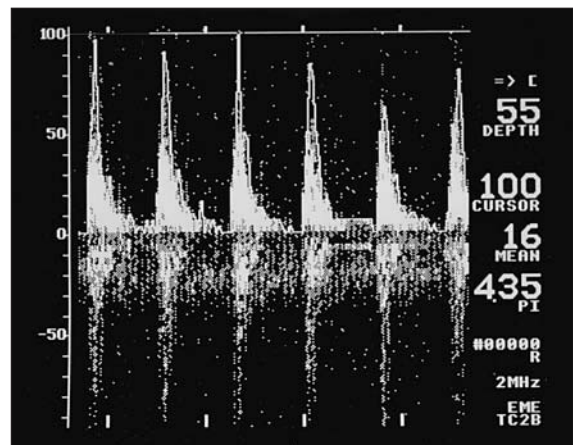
Doppler transcraneal: patrón compatible con muerte cerebral.
